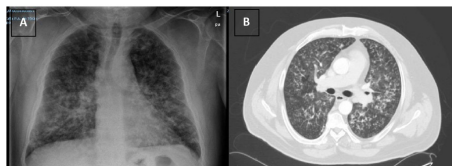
(A) Rx de tórax con patrón alveolo-intersticial bilateral difuso de predominio en bases. (B): TC de tórax con patrón intersticial bilateral difuso micronodular con imágenes de árbol en brote.
